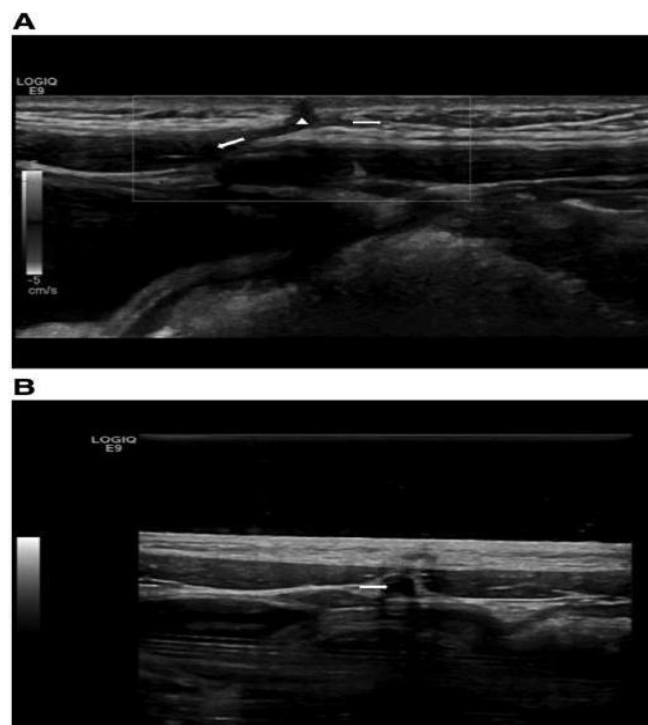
Image échographique d'un sinus de l'ouraque (A) coupe sagittale objectivant l'étendue du sinus (marqué par le triangle) à droite (la flèche droite) vers la vessie. (B) coupe transversale montrant la situation du sinus de l'ouraque entre le muscle droit de l'abdomen et le fascia transversalis en avant [46].
